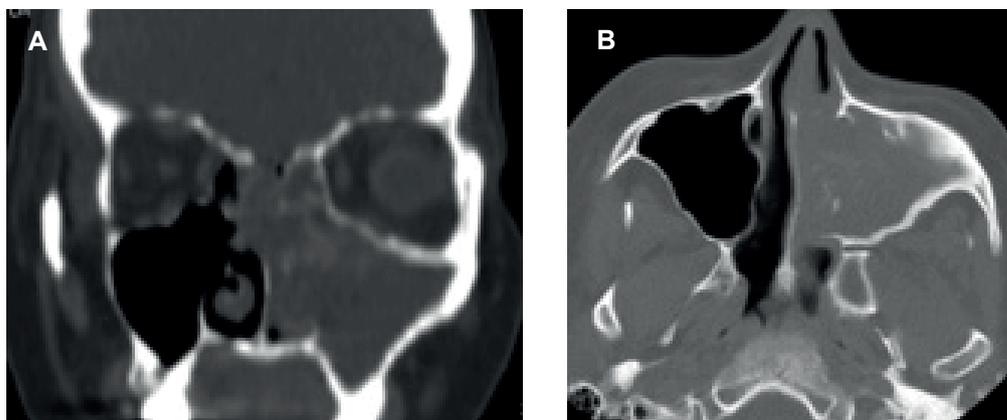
Tomografía axial computarizada de la paciente, corte coronal y axial: ocupación del seno maxilar y etmoides izquierdo con diferentes densidades, de predominio hipodenso, y áreas hiperdensas en su interior, osteítis asociada. Imágenes propiedad de los autores, tomadas de la paciente.
